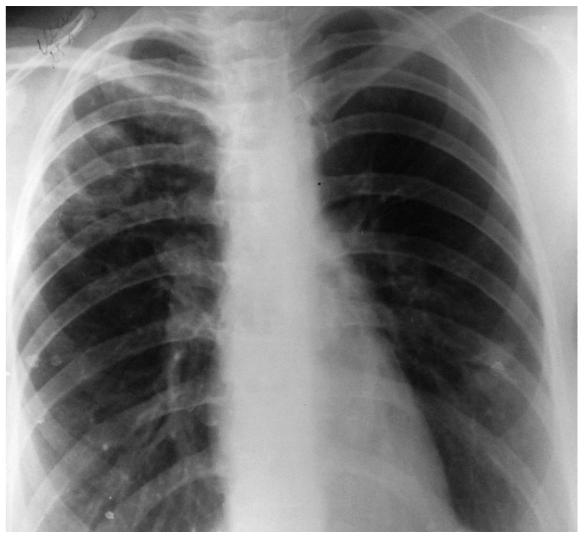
Обзорная рентгенограмма органов грудной клетки больной Ш. до операции. В верхней доле правого легкого, уменьшенной в объеме, определяется большая каверна около 3,5 см в диаметре с инфильтрированными стенками и перикавитарной инфильтрацией вокруг. В восьмом сегменте левого легкого туберкулема средних размеров. По всем легочным полям видны очаги обсеменения.
